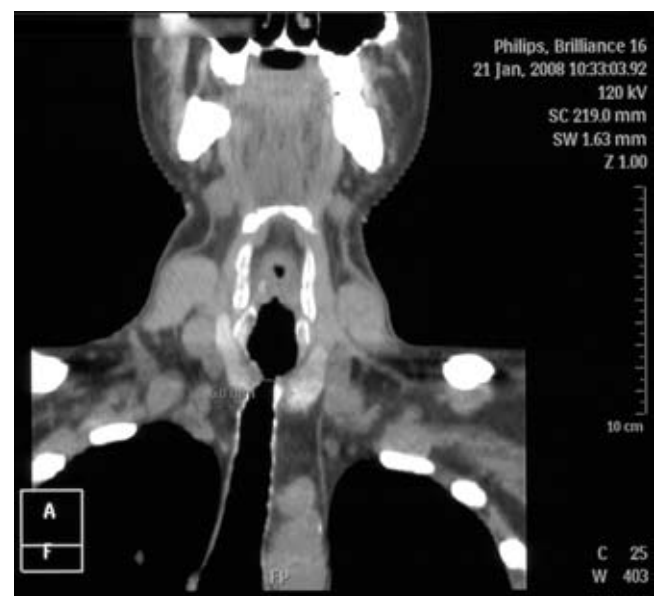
Tomografía computarizada cervical que muestra la estenosis.
